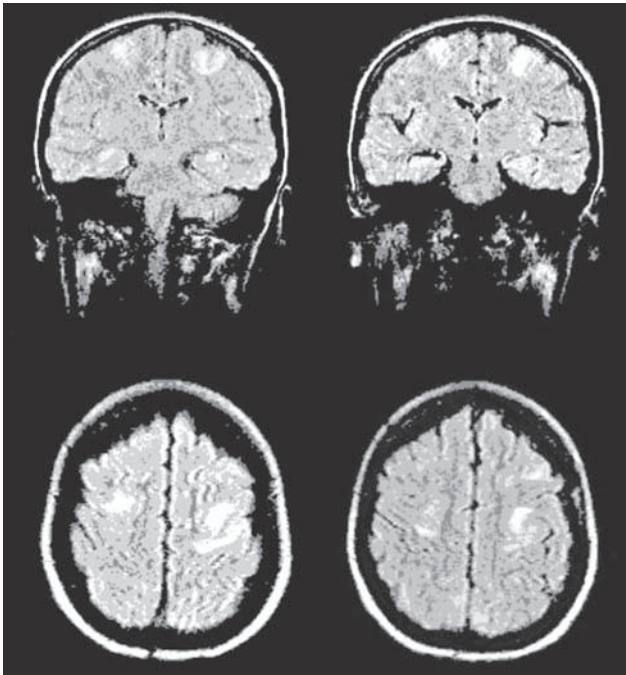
МРТ головного мозку пацієнтки В.
